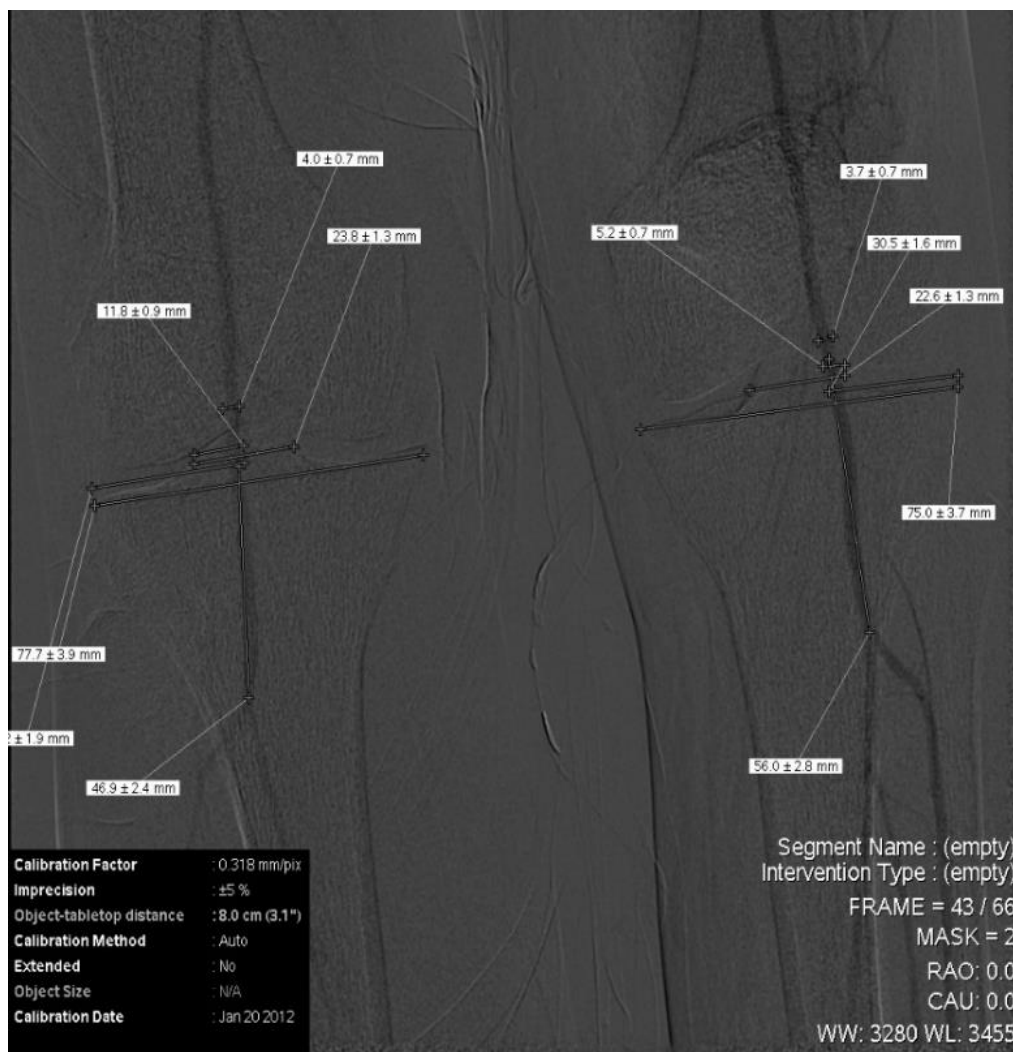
Измерения уровня деления подколенной артерии на ветви при анализе рентгенангиограмм
